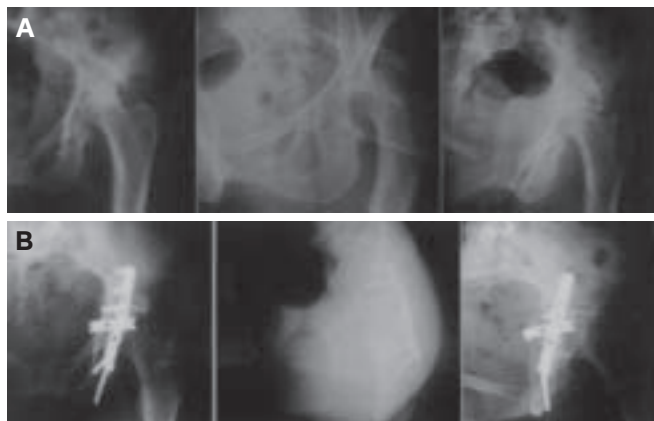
A) Radiografias em AP, obturatriz e alar do quadril esquerdo evidenciando uma luxação posterior tipo III de Thompson e Epstein. B) Radiografias em AP, obturatriz e alar do quadril esquerdo, demonstrando redução concêntrica. A fratura do acetábulo foi tratada através de redução aberta (Kocher-Langenbeck) e fixação interna.
